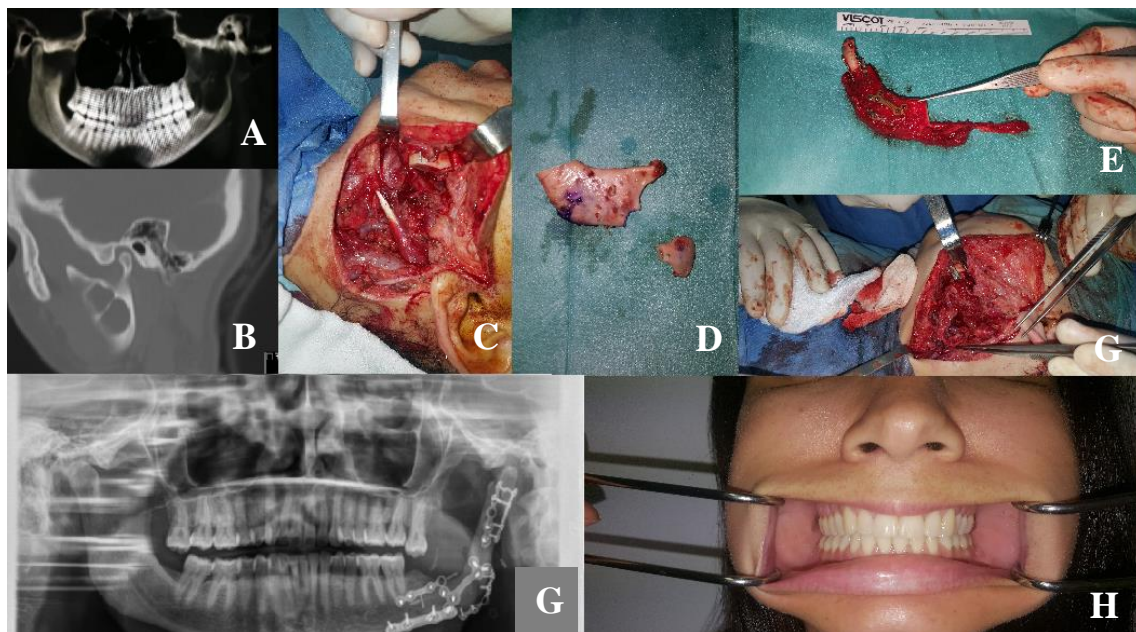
Fotografias do caso clínico 1. (A) Lesão (ameloblastoma) em ortopantomografia; (B) Lesão em TAC, corte sagital; (C) Defeito após mandibulectomia; (D) Peça de mandibulectomia com cêndilo preparado para fixação ao perônio; (E) Retalho ósseo levantado com 2 segmentos ósseos moldados e enxerto de cêndilo; (F) Defeito após osteossíntese e anastomose do retalho; (G) (H) Imagens após reconstrução, ortopantomografia com consolidação óssea (G) e oclusão (H).
